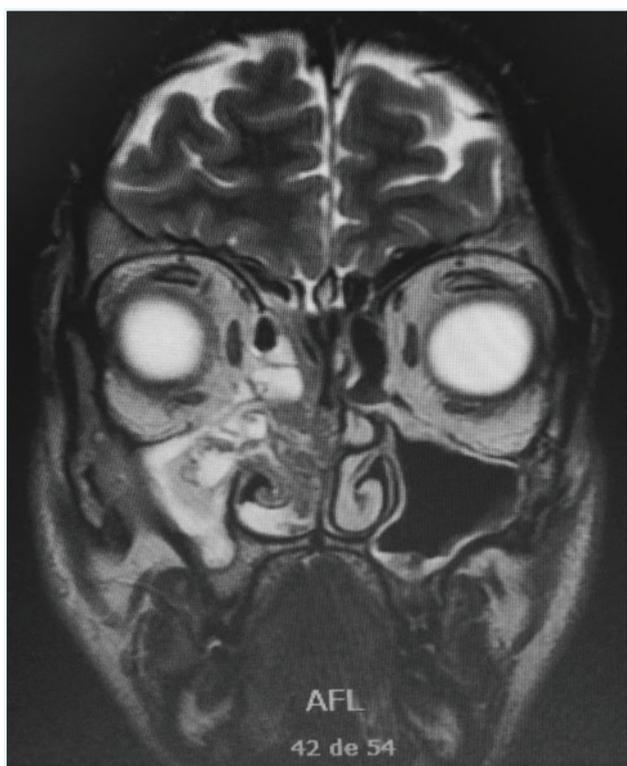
Ressonância magnética dos seios perinasais - 2017 (corte coronal): lesões confluentes na FND, hipointensas em T1 e hiperintensas em T2; sem evidência de erosões ósseas.
